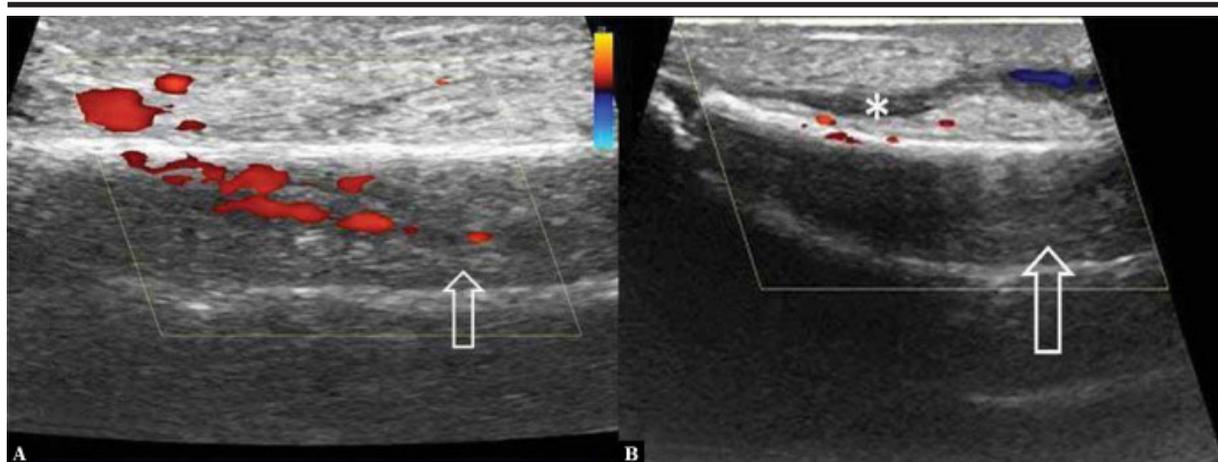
Color Doppler. A. Aumento da vascularização ao redor do osso e coleção subperiosteal (seta branca). B. Aumento da vascularização ao redor da superfície óssea e do tecido subcutâneo profundo, e coleção subperiosteal (asterisco).
